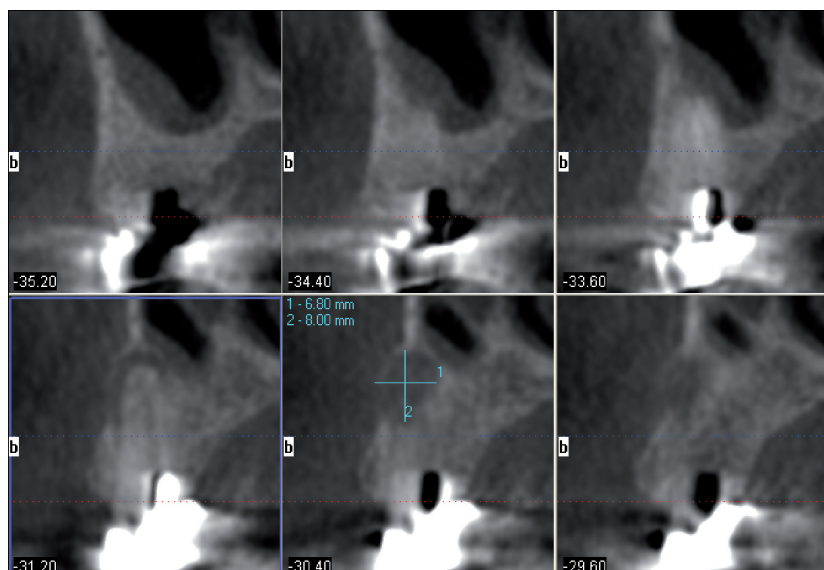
In der dreidimensionalen Darstellung der digitalen Volumentomografie deutlich erkennbare apikale Osteolyse am Zahn 15
